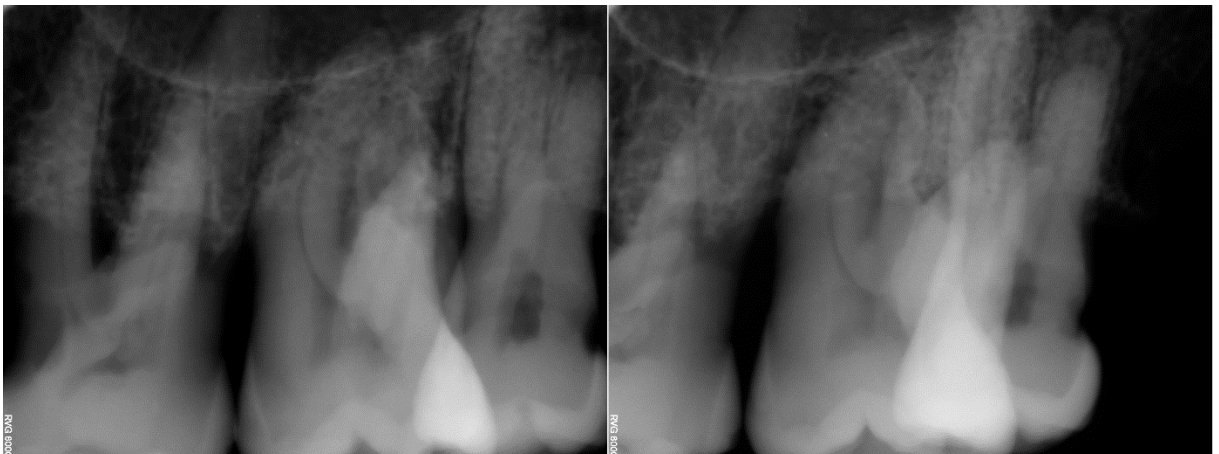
Imagem de radiografia onde a maioria das respostas foi de ausência do canal (filtro 5).
